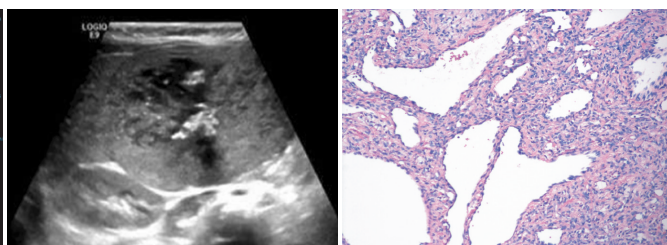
患儿出生后5个月二维超声示肿块体积增大, 病灶内液化区及钙化灶较前增多
